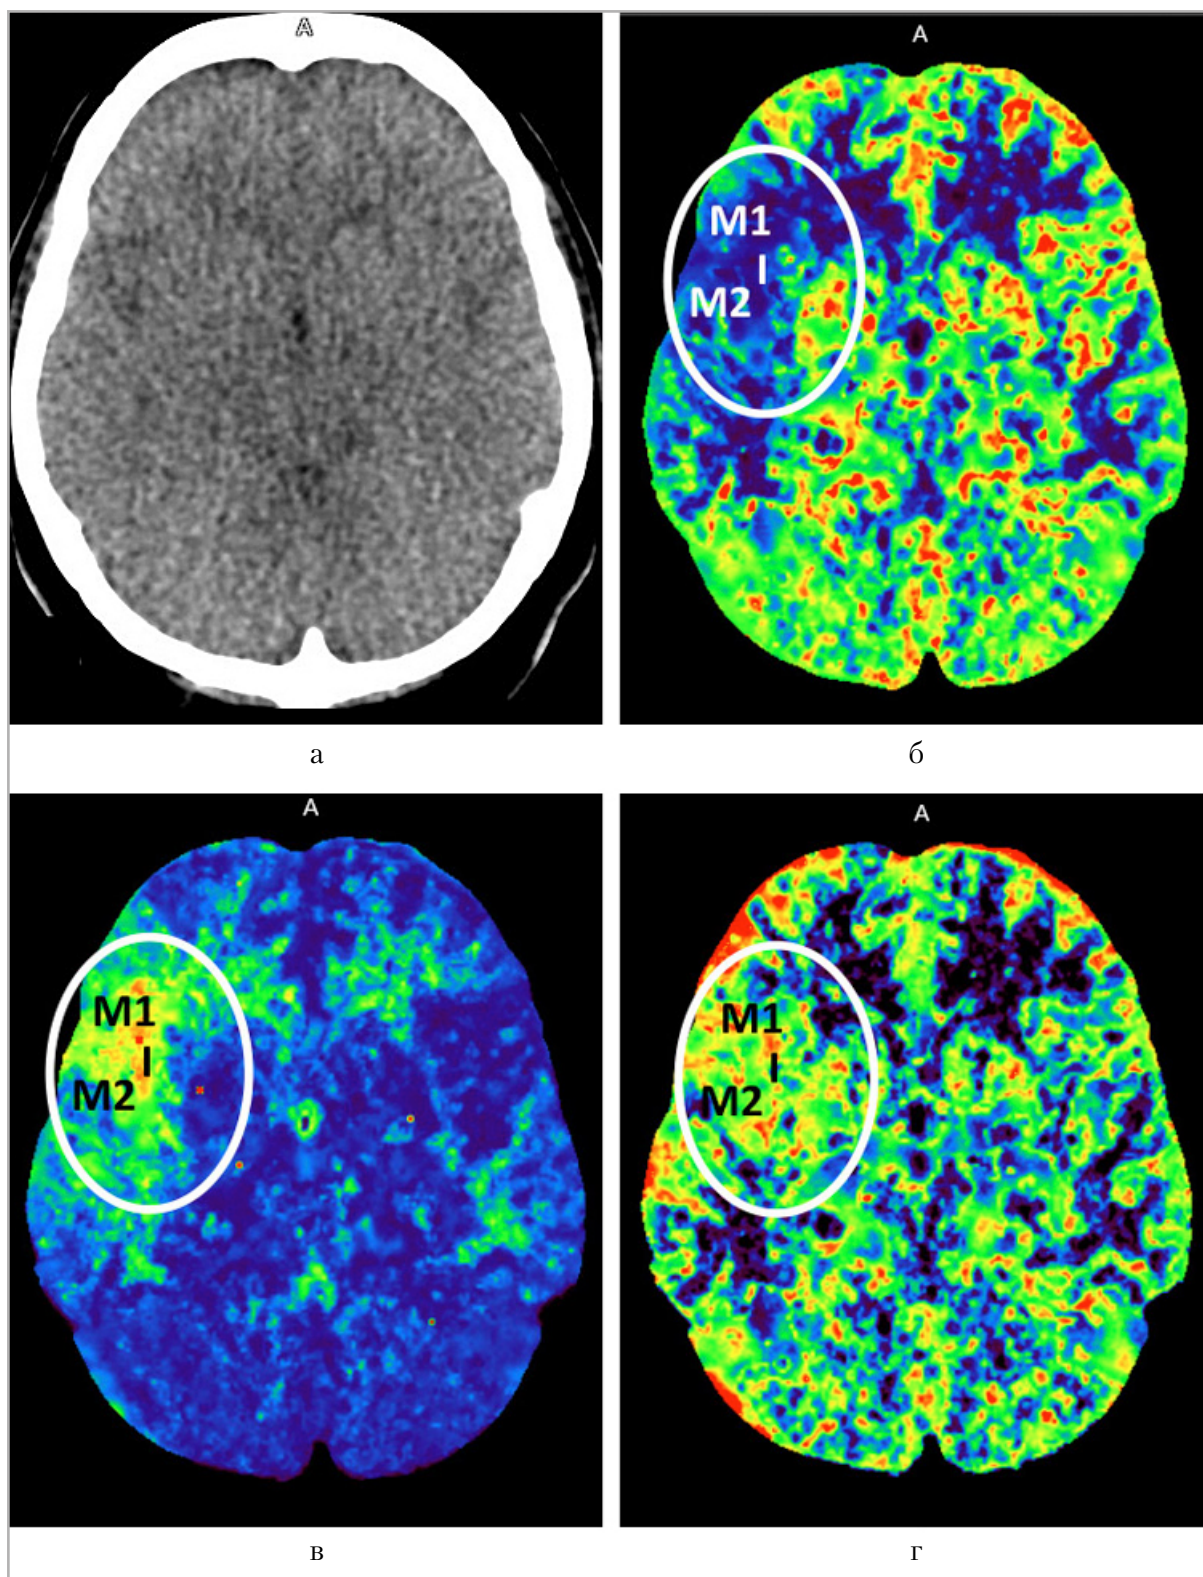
Перфузионные компьютерные томограммы головного мозга от 02.09.2022: на нативном аксиальном изображении на уровне перфузионного сканирования не выявлено изменения плотности вещества мозга (44–45 HU) (а); определяется зона снижения скоростных показателей (CBF) максимально до 17мл/100г/мин (б); увеличение среднего времени транзита (MTT) максимально до 9 сек (в) с незначительным снижением объема кровотока (CBV) до 2,8 мл/100г (г) в бассейне кровоснабжения правой СМА (кора островковой доли I, M1 передняя СМА кора, M2 кора латеральное островка) по сравнению с показателями противоположного полушария, что свидетельствует о снижении артериального кровотока
